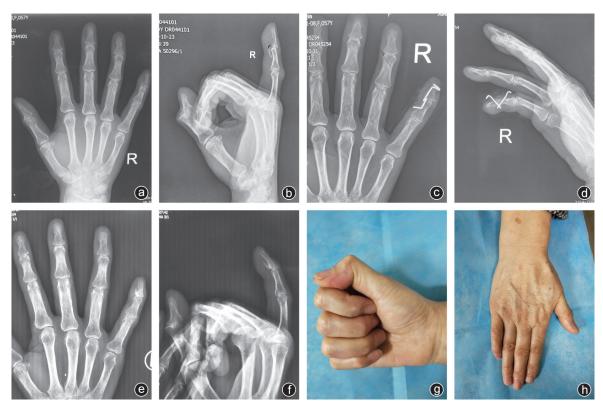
病人,女,57岁,暴力扭伤导致右小指指深屈肌腱止点撕脱骨折,Al-Qattan \blacksquare 型 a、b:术前X线片示右小指末节指骨指深屈肌腱止点处撕脱骨折,骨折片较大,累及关节面,骨折片移位至远指间关节近端;c、d:术后正、侧位X线片示骨折片复位满意;e、f:术后6个月X线片示骨折完全愈合,关节对合良好;g、h:术后6个月外观,患指屈伸活动良好
